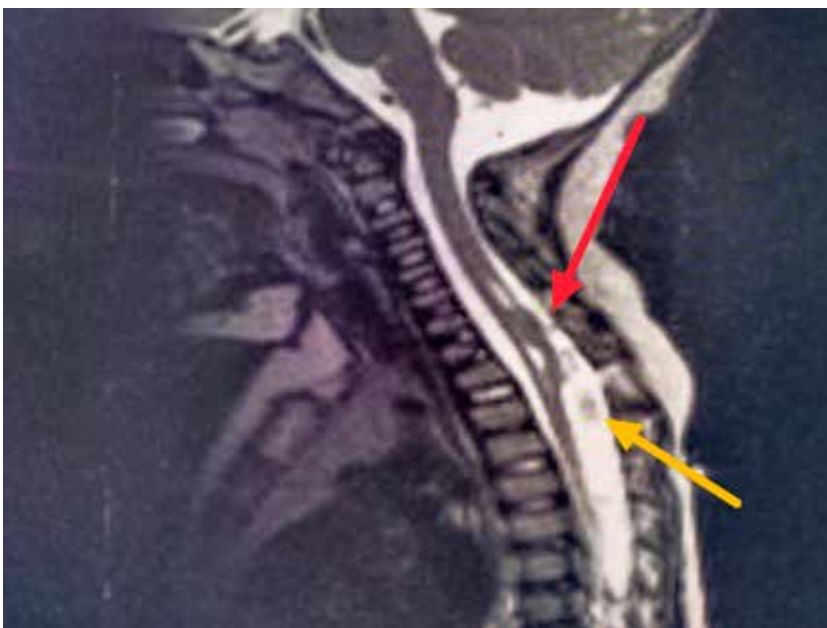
Representative T2W MRI cut showing tethering at D3/D4 due to a band (red arrow) level with associated syrinx, yellow arrow points to protuberant arachnoid
